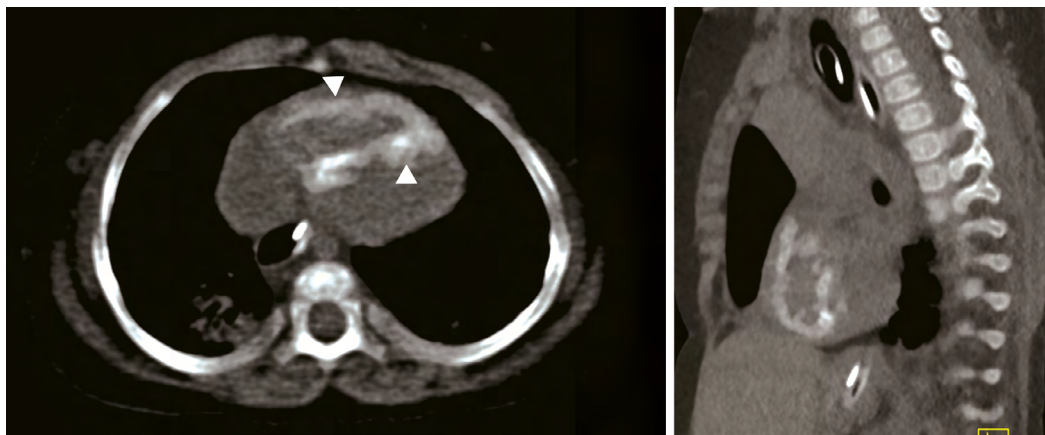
Lactante de 9 meses de edad con antecedente de prematuridad y en hospitalización desde el nacimiento, con diagnóstico de hernia diafragmática congénita, hipertensión pulmonar, insuficiencia cardíaca derecha, y sepsis, quien recibió terapia con ECMO. Imágenes axiales (a) y sagital (b) de tomografía computarizada no contrastada demuestra calcificación difusa circunferencial miocárdica del ventrículo derecho (puntas de flecha).
